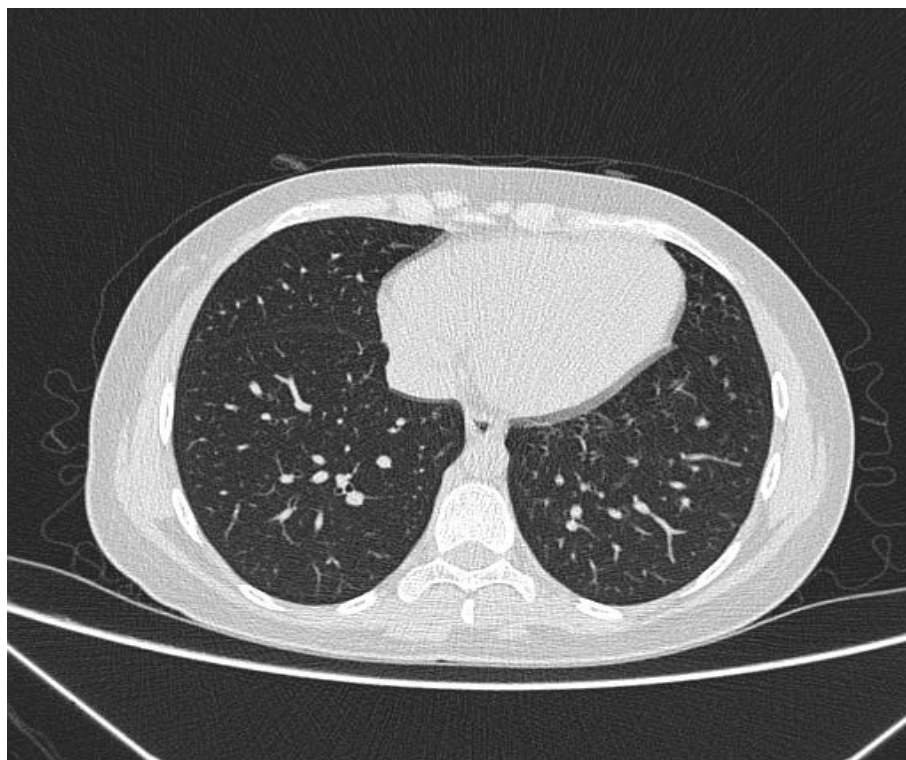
Tomografia de tórax com padrão normal
